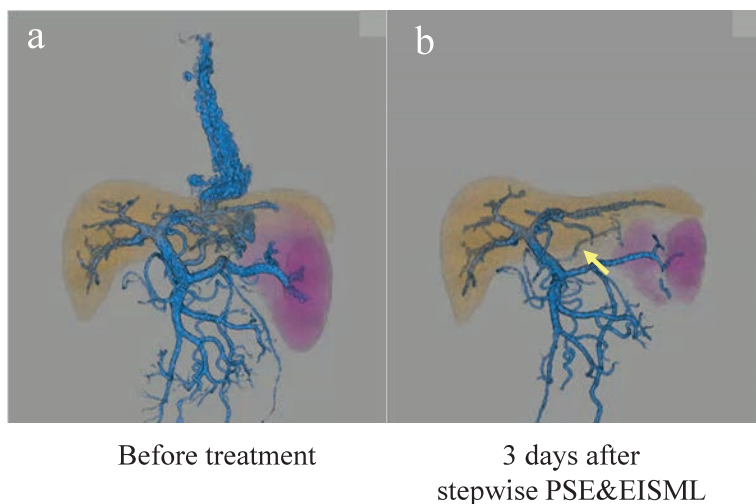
Stepwise PSE & blood supply route-targeted EISML 治療前後3D-CT再構成画像（症例1）
